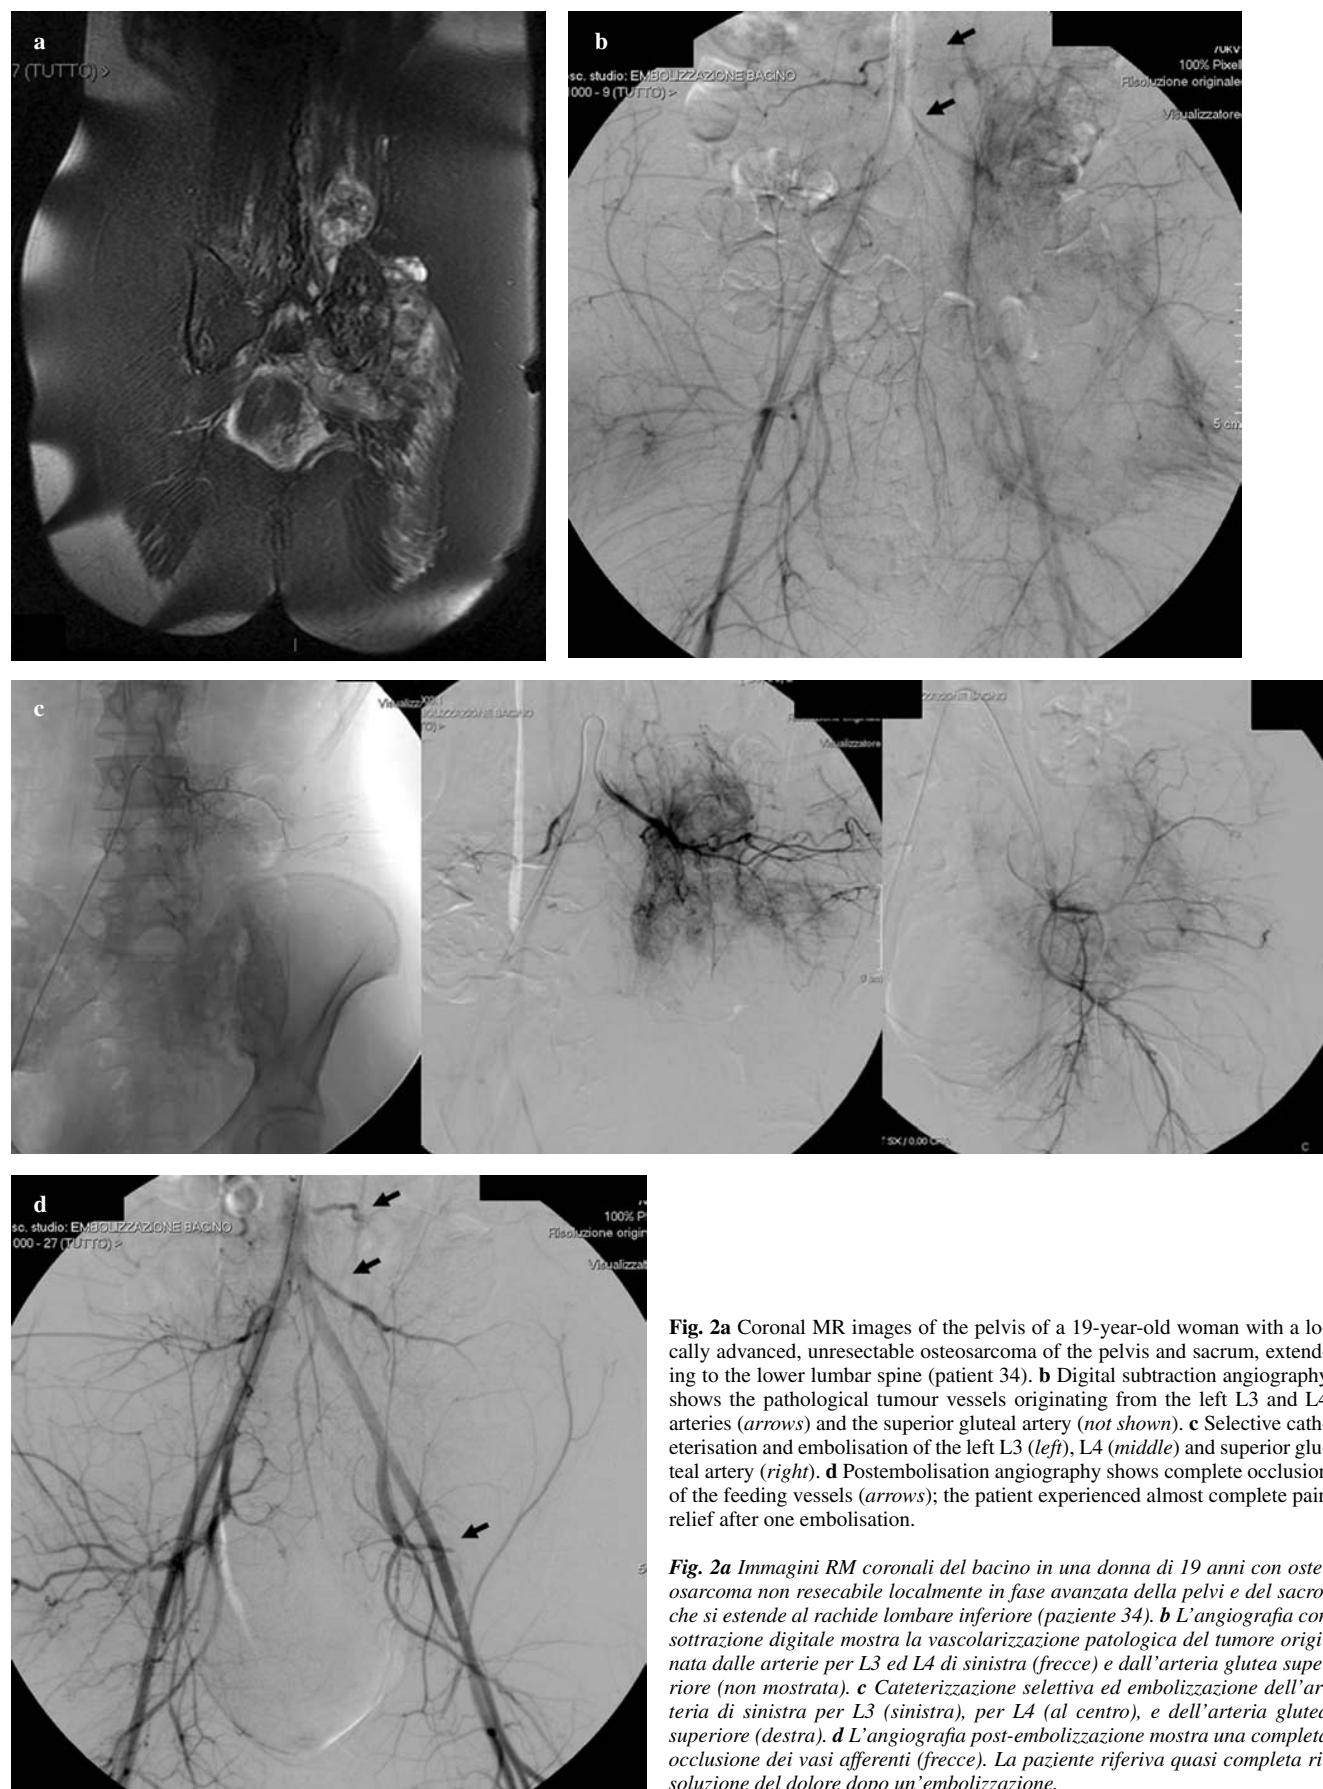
Coronal MR images of the pelvis of a 19-year-old woman with a locally advanced, unresectable osteosarcoma of the pelvis and sacrum, extending to the lower lumbar spine (patient 34). b Digital subtraction angiography shows the pathological tumour vessels originating from the left L3 and L4 arteries (arrows) and the superior gluteal artery (*not shown*). c Selective catheterisation and embolisation of the left L3 (left), L4 (middle) and superior gluteal artery (right). d Postembolisation angiography shows complete occlusion of the feeding vessels (arrows); the patient experienced almost complete pain relief after one embolisation.
